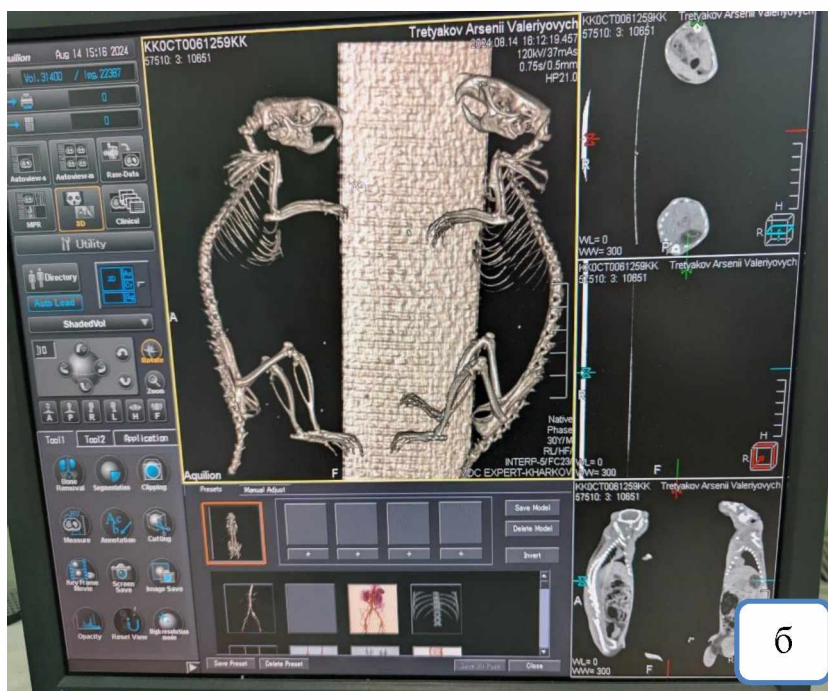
(а, б). Дослідження щурів на томографі.
